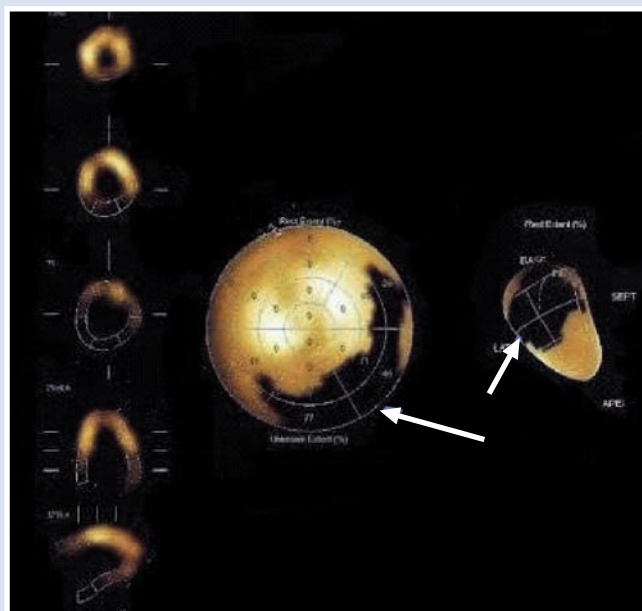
Синхро-ОФЭКТ пациента до операции (зоны стресс-индуцированных нарушений перфузии миокарда отмечены стрелками).
